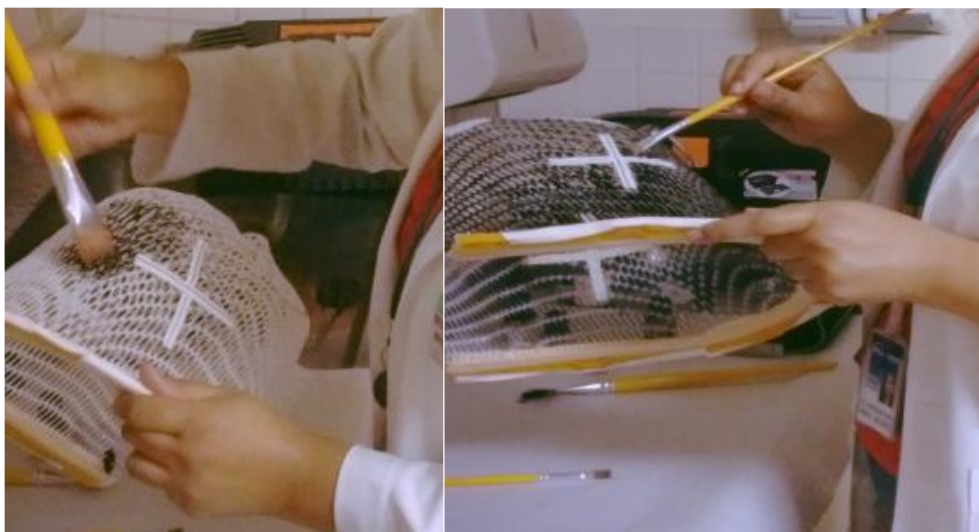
Técnica pintando a máscara (a). Contornando marcações da TC (b).
